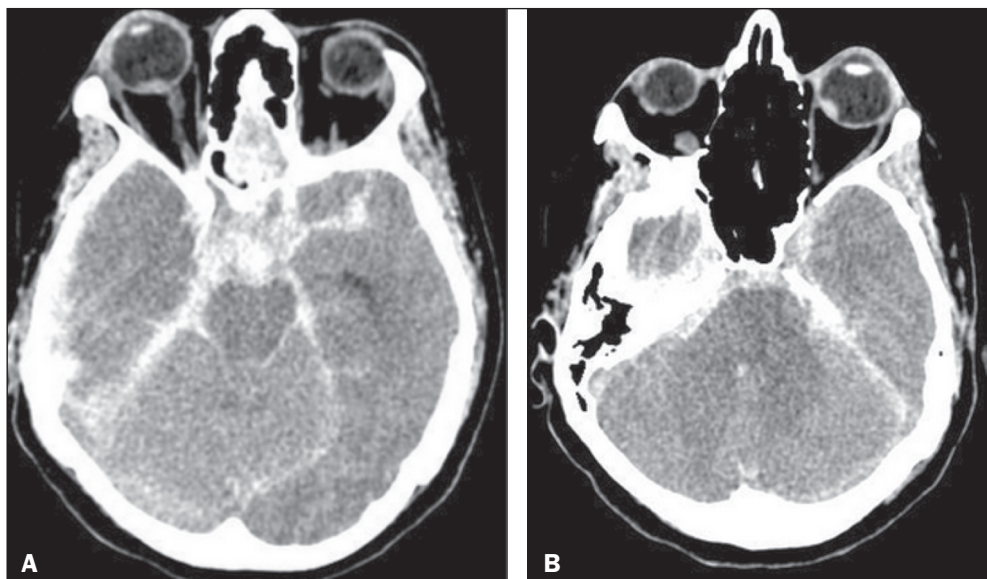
A: TC demonstrando sinais de hemorragia subaracnoide e hemorragia intraocular direita, como foco espontaneamente hiperatenuante na porção posterior do globo ocular direito. B: TC mostrando hemorragia intraocular à esquerda.
